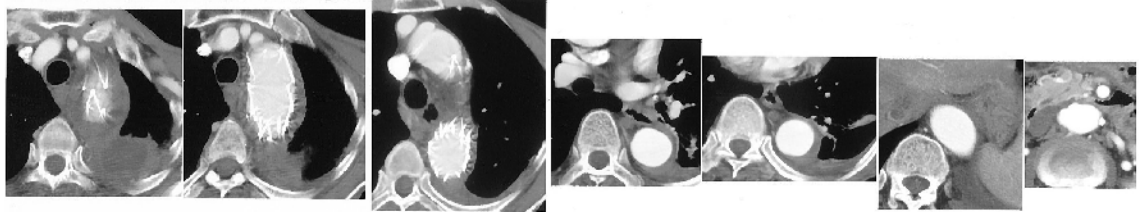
A preoperative CT with contrast shows the intimal flap and the pleural effusion that is enhanced by contrast medium. One month after endovascular stent graft repair, the pseudolumen of the aorta nearly disappeared.
